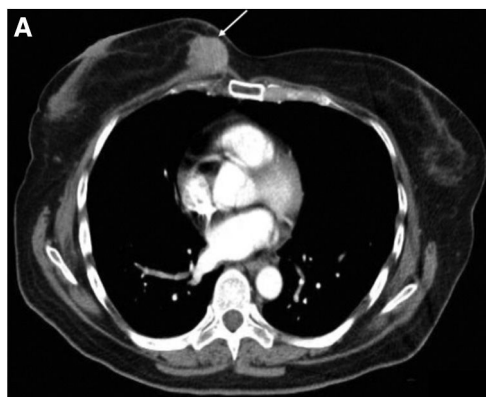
Tomografía axial computerizada de la lesión (flecha).
